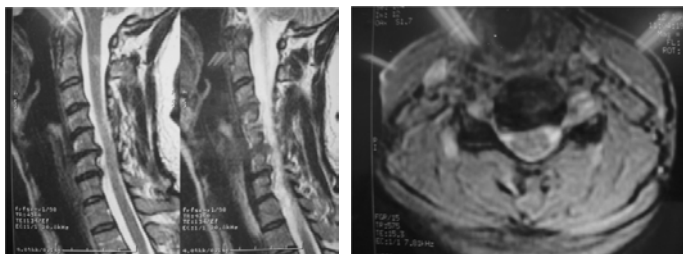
Ressonância magnética de coluna cervical, mostrando hérnias discais em C5-C6 e C6-C7, observando-se hipossinal dos respectivos discos, apagamento da gordura epidural anterior, compressão sobre a face ventral do saco dural. Redução do calibre foraminal em C6-C7 à esquerda.
